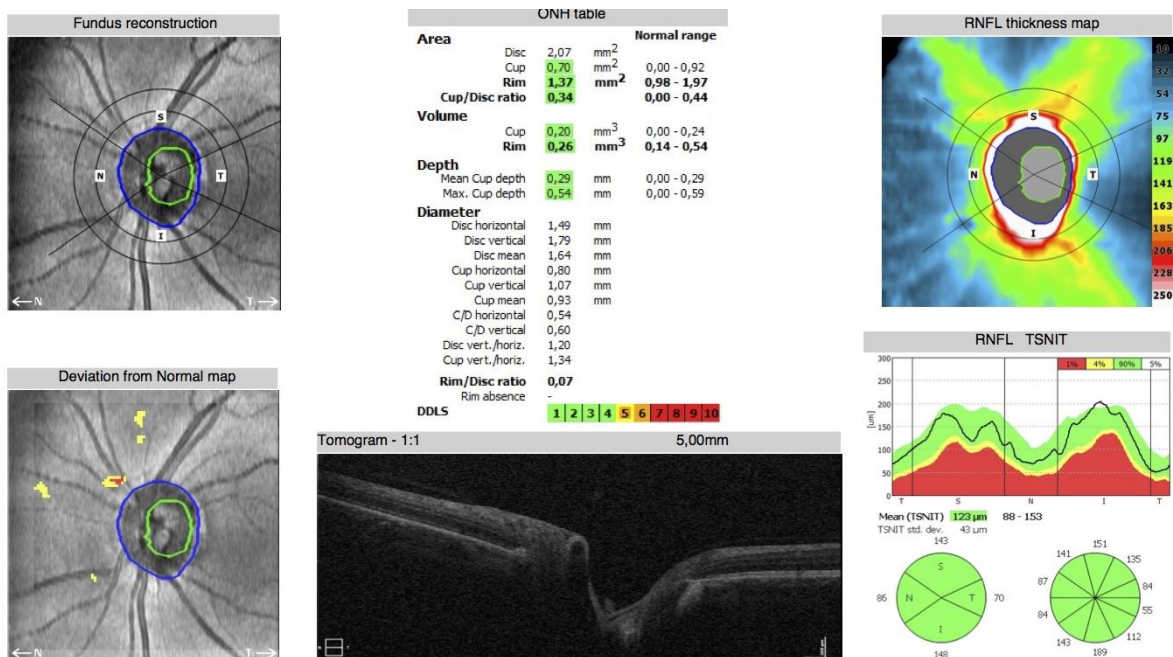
Пример томограммы, полученной с помощью ОКТ. Графическое представление толщины CHBC каждого квадранта и сектора располагается внизу справа.
